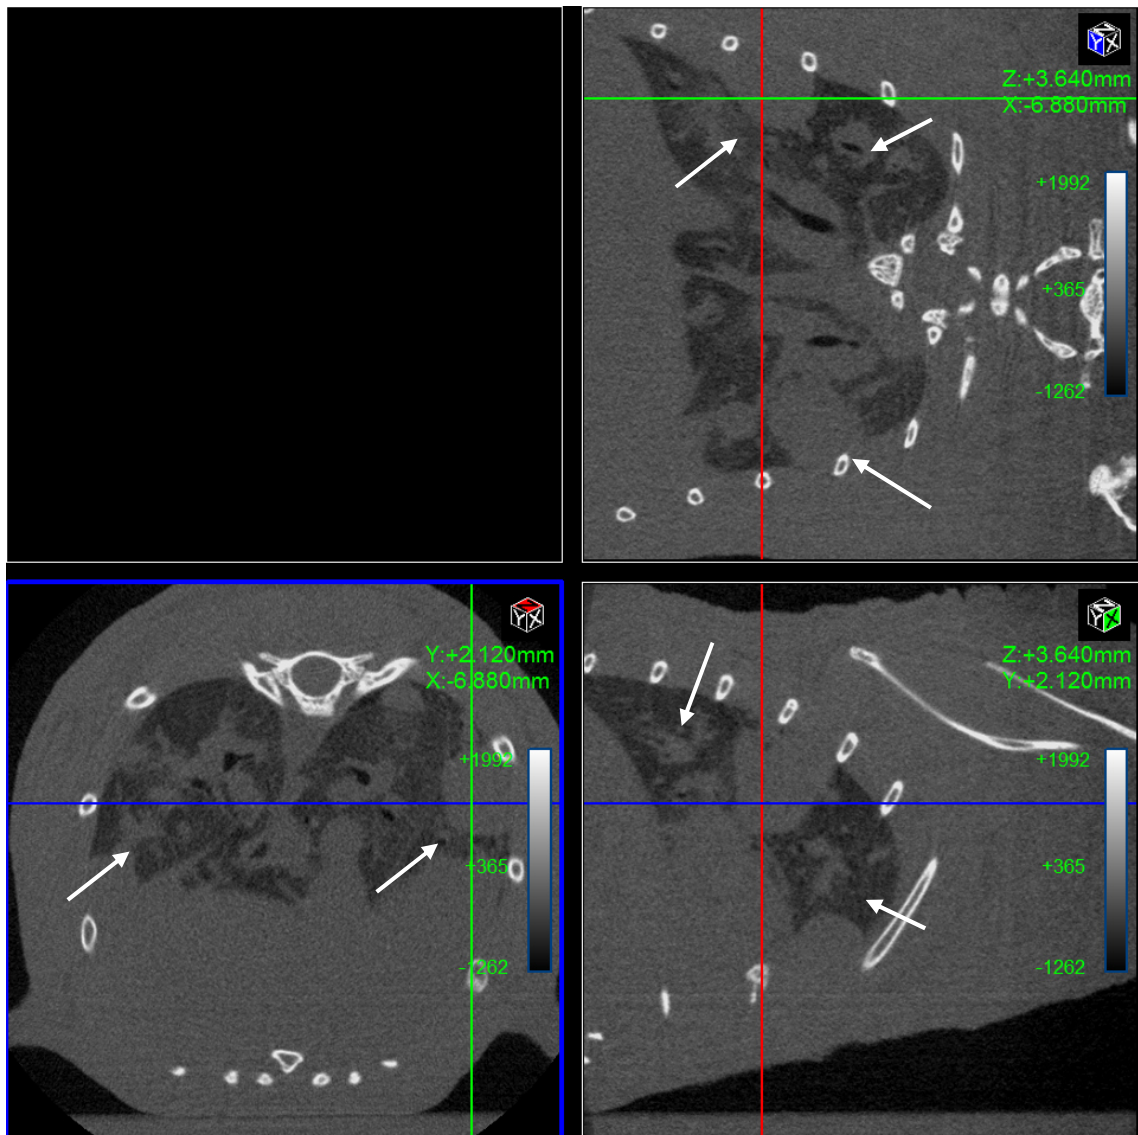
In-vivo μ CT-Schnittbilder eines Mausthorax zwei Monate nach intravenöser Gabe von A549-Tumorzellen. Maus in Bauchlage. Y-, Z-, X-Achse. Quantum-FX- μ CT (Scanparameter: FOV 20 mm; Röhrenspannung 90 kV; Röhrenstrom 200 μ A; Scanzeit 4,5 min; “cardiac gating”; Pixelgröße 39 μ m). Es stellen sich multiple pulmonale, peribronchiale Raumforderungen in allen Lungenlappen dar (markiert mit weißen Pfeilen).
